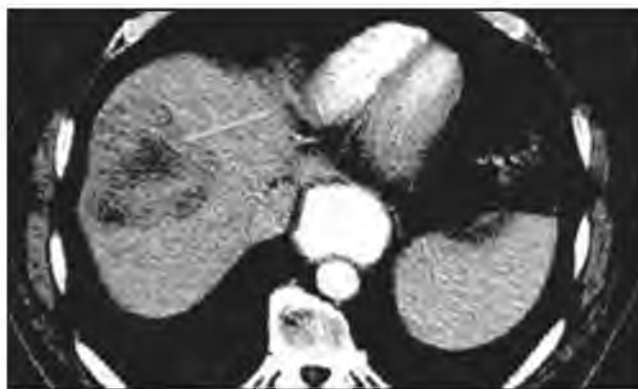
Компьютерная томография через 12 месяцев после хирургического лечения. Аксиальный срез. Появление очага в S8 правой доли печени (указано стрелкой).
